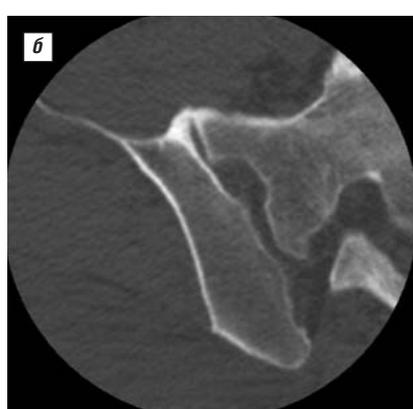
Компьютерные томограммы левого (а) и правого (б) КПС больного К. Оссификация передних крестцово-подвздошных связок и отсутствие изменений в КПС
